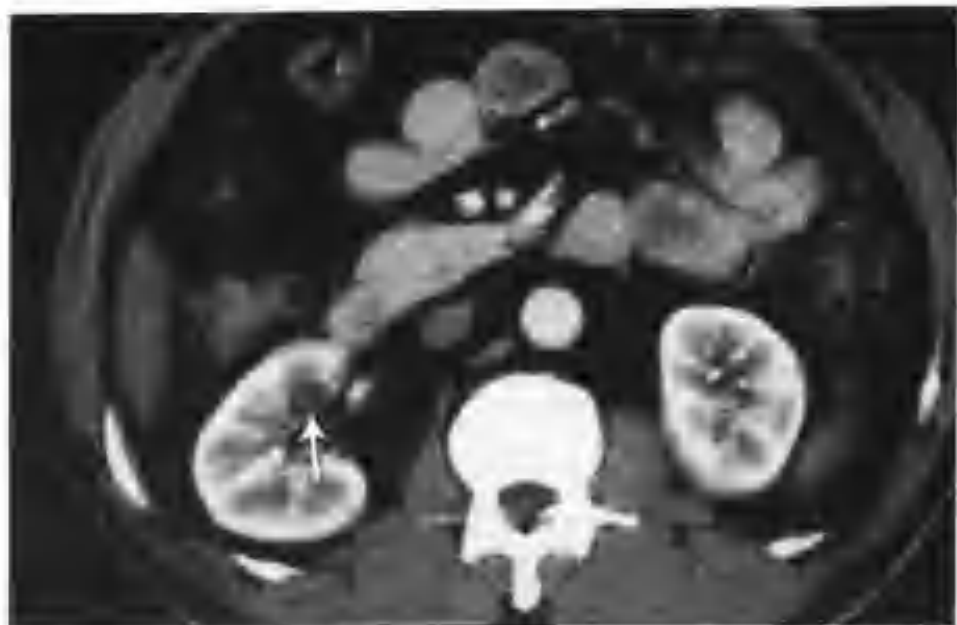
与图 3-1-111 为同一病例，增强扫描肾皮质期病灶轻度强化，CT 值 25HU (箭头)
